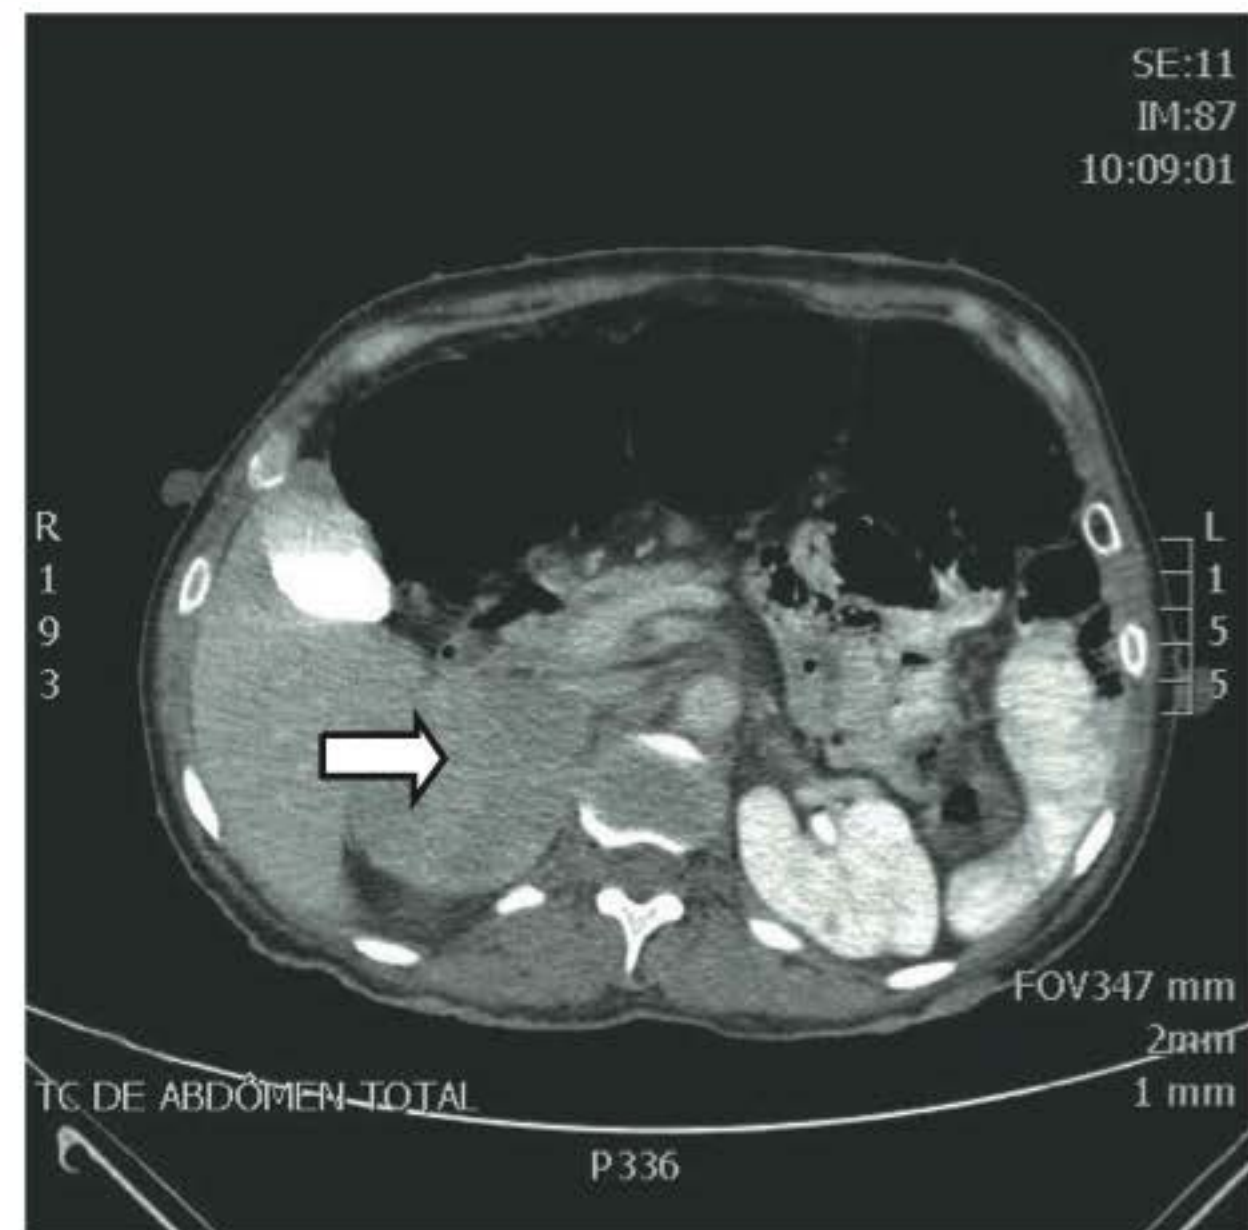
Tomografia computadorizada de abdome evidenciando feocromocitoma na glândula suprarrenal direita (seta).
